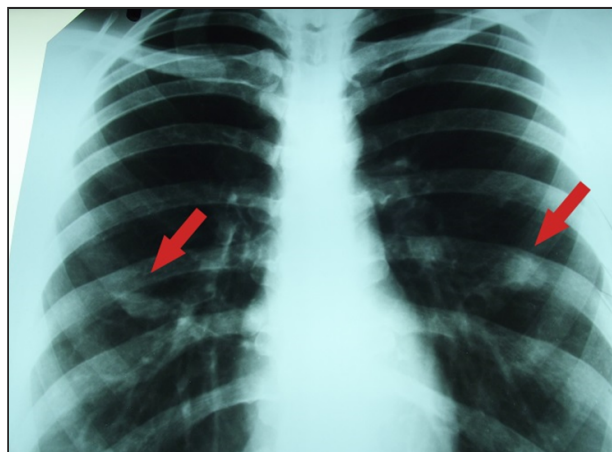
Рентгенограмма лёгких в прямой проекции больной Ш. после курса лечения. Образования в лёгких уменьшились в размерах и приобрели чёткие контуры.
